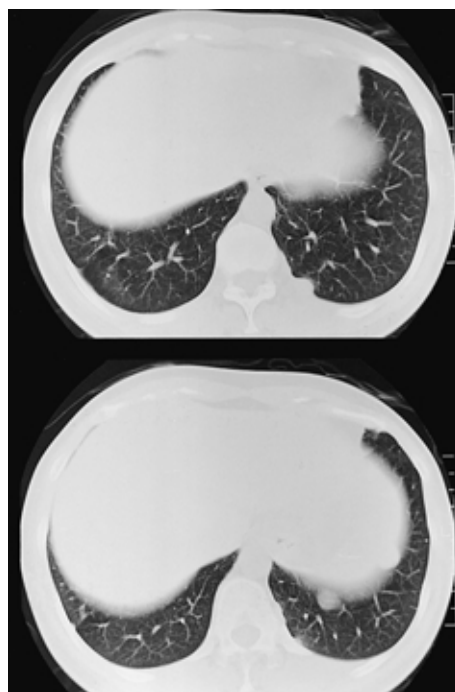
CT scan showed masses of various size disseminated in the left pleura.
